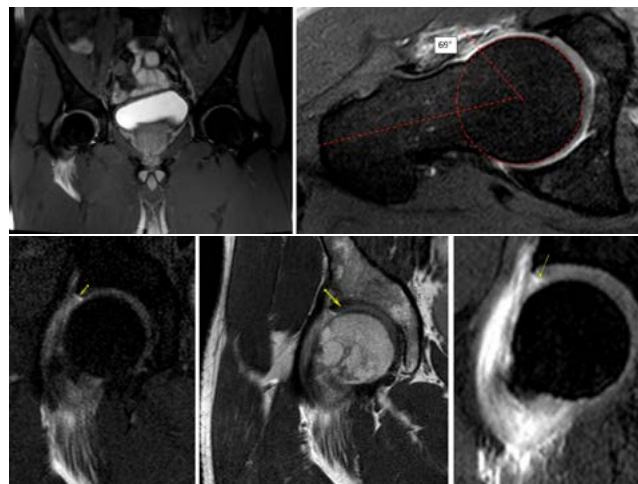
Artroresonancia magnética de caderas. Se evidencia lesión, hipoplasia y calcificación labral. Se confirma ángulo Alfa derecho de 69°.
